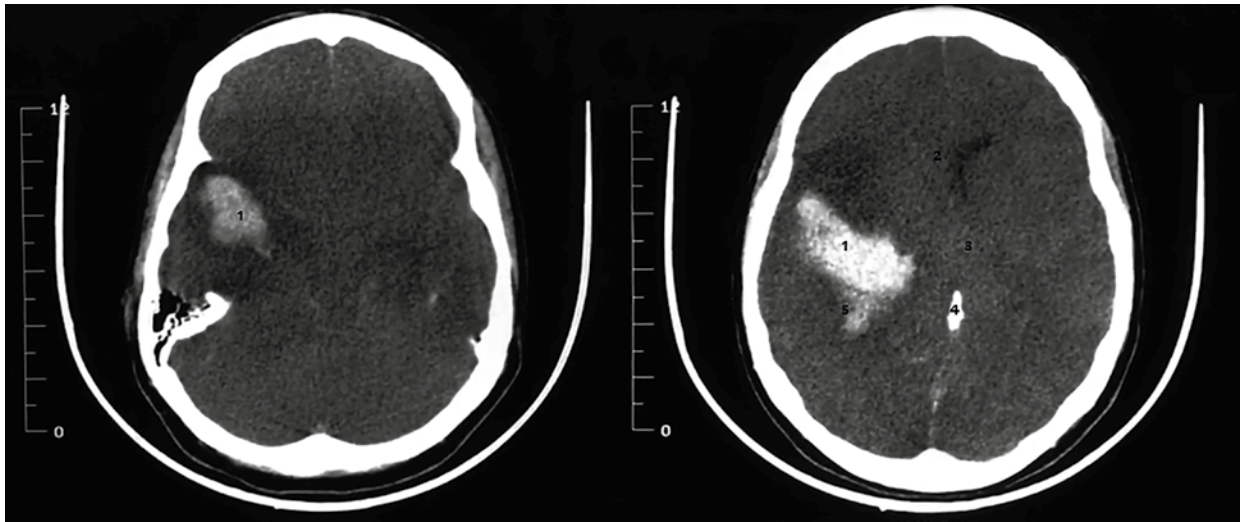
Tomografía computarizada de cerebro donde se aprecia la presencia hemorragia intraparenquimatosa que compromete el polo temporal derecho (1), con compresión de asta lateral de ventrículo derecho (2), desviación de línea media (3), vuelco interventricular e inthemisférico (4) y extensión cortical amplia (5).
